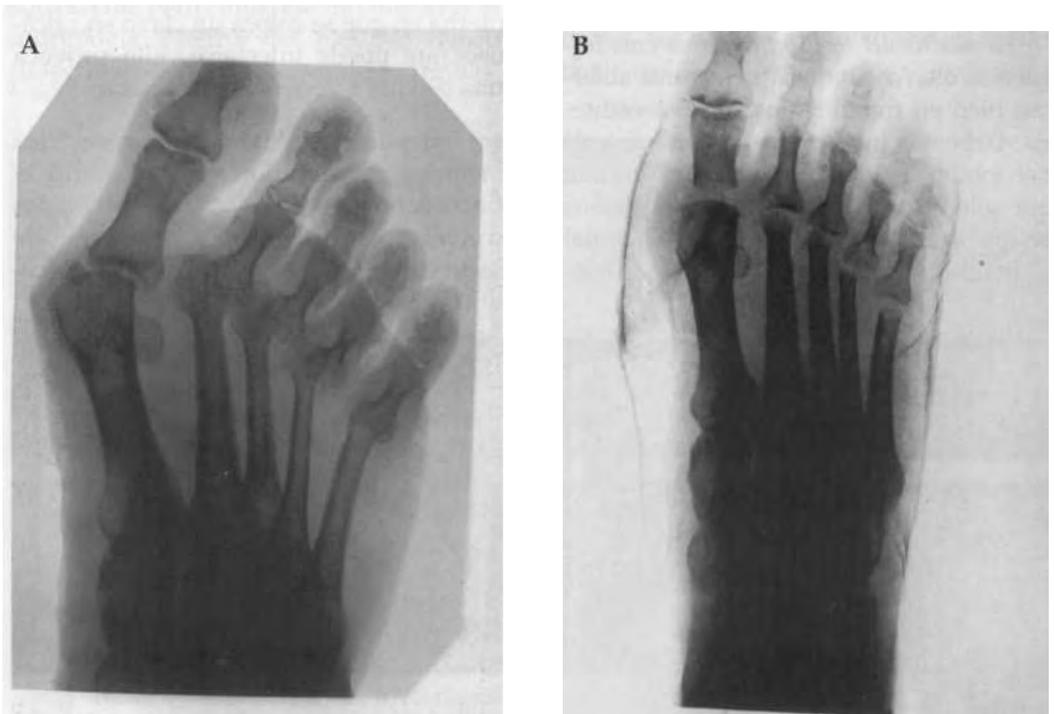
Luxacion inveterada de los dedos del pie. a) Radiografía pre-operatoria. b) Tratamiento mediante alineación metatarsal y resección de la base de la primera falange.
